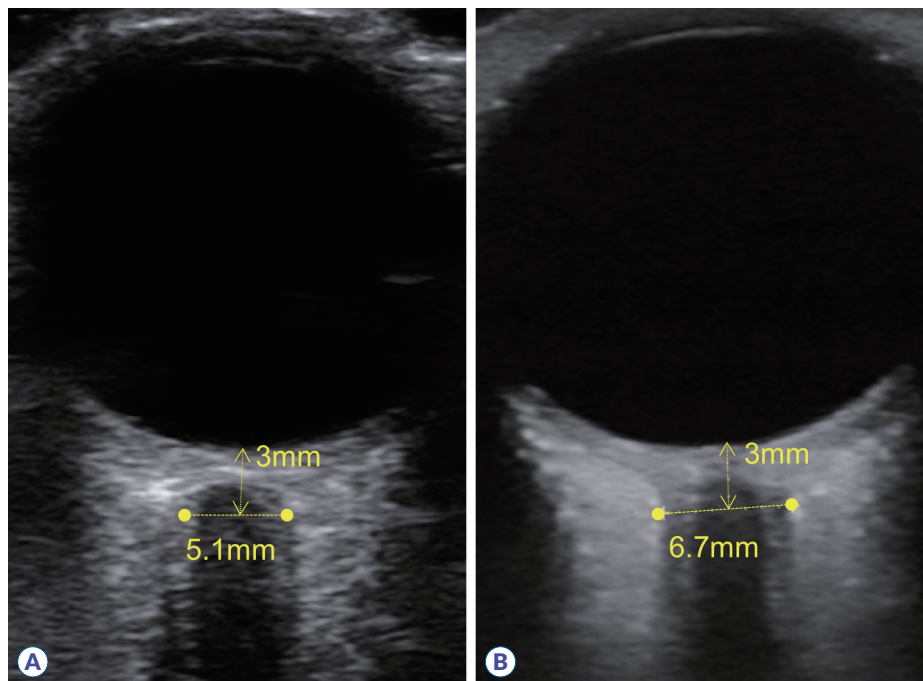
Transocular ultrasonography findings in normal optic nerve (A) and optic neuritis (B). The optic nerve sheath diameter measured at a depth of 3 mm from the optic disc is thicker in optic neuritis compared to the normal optic nerve.
